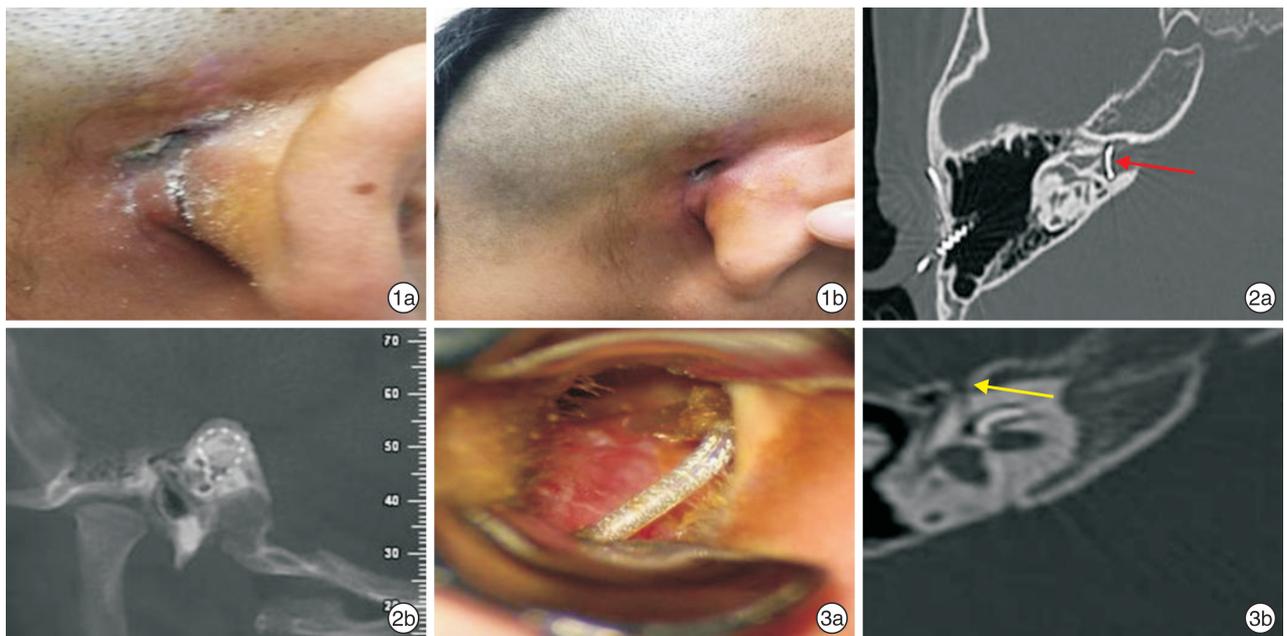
术区感染 1a:植入体区血清肿,可见皮肤呈湿疹伴感染样改变;1b:皮瓣感染,可见植入体外露; 图 2 电极植入错误 2a:HRCT(红箭头)示电极植入内听道;2b:CBCT 示电极进入上半规管; 图 3 少见原因 3a:1例开放式乳突根治术伴耳蜗植入患者突发听力下降,可见电极脱出于外耳道;3b:HRCT(黄箭头)示面神经迷路段与耳蜗内电极关系密切。
